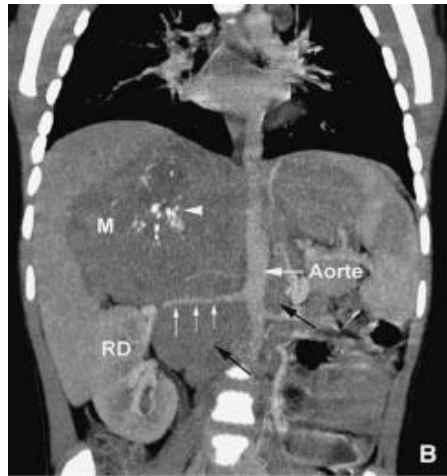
TDM abdominale montrant une masse abdominale gauche volumineuse (M) avec calcifications typiques, caractéristique d'un neuroblastome. La masse comprime et déplace le rein gauche (non visible) et est en contact étroit avec l'aorte.
